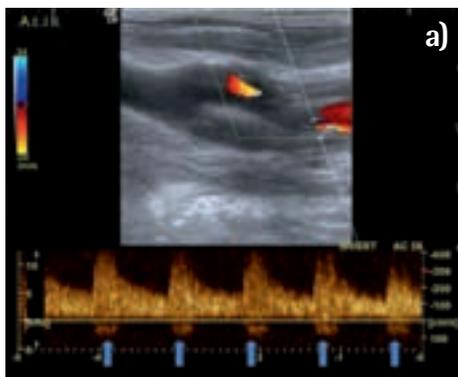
a bis c: Farb-Duplexsonographie mit Dopplerfrequenzanalyse (im Bild unten) einer hochgradigen zirka 80 bis 90%igen Stenose der Arteria carotis interna nach NASCET gemäß neuer DEGUM-Klassifikation. Folgende Hauptkriterien sind erfüllt: hochgradige Stenose im Farbdoppler-Bild gut erkennbar (Abbildung 4 b und 4 c), Vsyst. im Stenosemaximum etwas über 400 cm/Sek. (Abbildung 4 a). Es bestand zudem das Hauptkriterium von Kollateralen und Vorstufen (Periorbitalarterien/ACA), das in dieser Abbildung nicht dargestellt wurde. Folgende Zusatzkriterien sind erfüllt: die enddiastolische Strömungsgeschwindigkeit im Stenosemaximum ist auf zirka 180 cm/Sek. erhöht (Abbildung 4 a), Konfettzeichen (Abbildung 4 c). Es bestand zudem das Zusatzkriterium der prästenotischen diastolischen Strömungsverlangsamung in der gleichseitigen Arteria carotis communis, das in dieser Abbildung nicht dargestellt wurde. Mit den blauen Pfeilen sind zusätzlich die charakteristischen systolischen retrograden Strömungsanteile markiert, die bei einer höhergradigen Arterienstenose dopplersonographisch abzuleiten sind.
